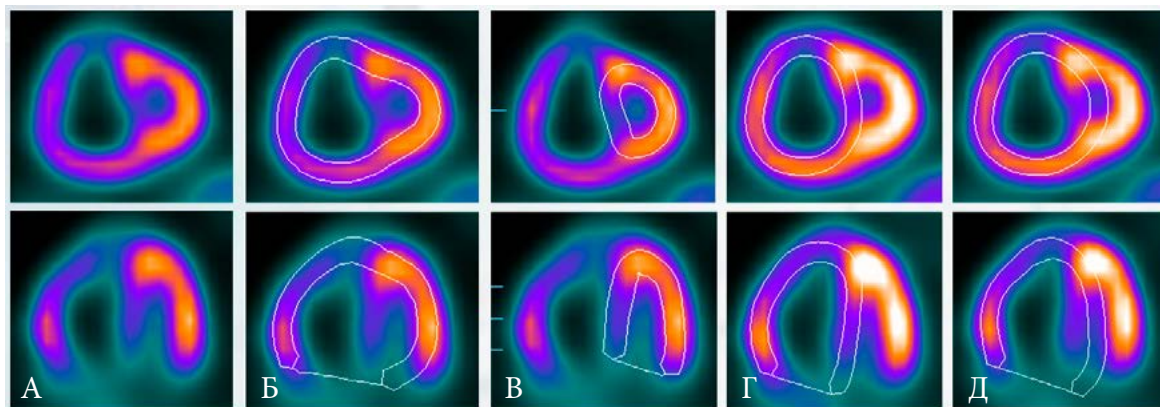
Особенности оконтуривания ЛЖ и ПЖ у пациентов с ЛГ. А. Исходные томографические срезы. Б. Автоматическое (неверное) оконтуривание. // Режимы Constrain/Mask. В. Правильное обведение ЛЖ. Г. Правильное обведение ПЖ. Д. Приемлемый вариант обведения ПЖ (корректно обведена только свободная стенка ПЖ)
